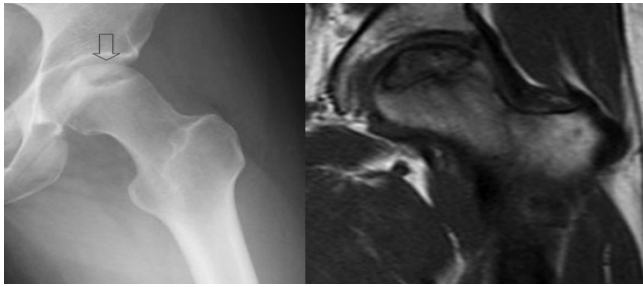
Nell'osteonecrosi i radiogrammi e la RM mettono in evidenza areola ipointensa in tutte le sequenze di impulso ben delimitata (diversamente dalla CRPS).
